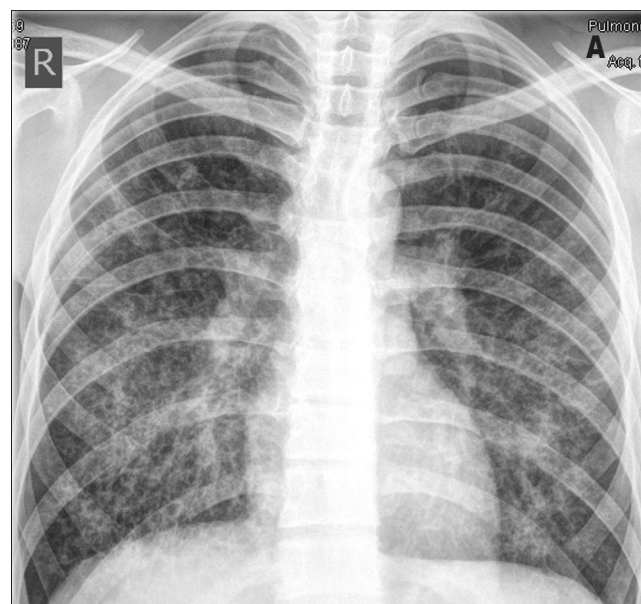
Обзорная рентгенограмма органов грудной полости больного С.: А – до лечения, Б – через 1 год и 8 мес ГК-терапии
